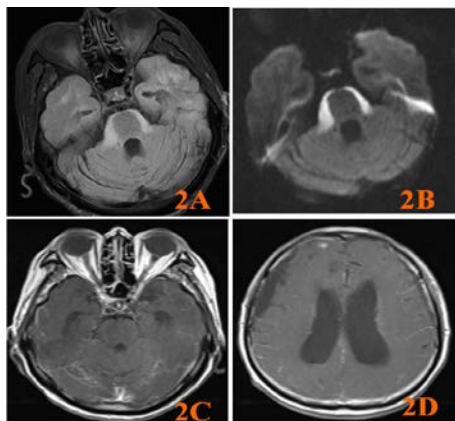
76岁男性肺癌患者头晕2月、智力下降2月。延髓表面线状高信号(2A, 2B), 无明显强化(2C), 合并脑积水、右前额叶脑膜小结节强化(2D)。2A FLAIR; 2B DWI ; 2C Y1WI增强; 2D 脑室层面T1WI增强。
